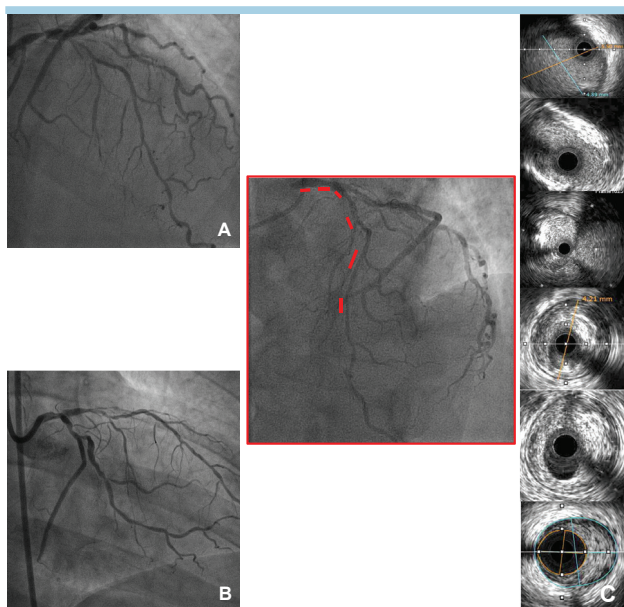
A: angiografia basale della coronaria sinistra con evidenza di malattia diffusa dal tronco comune fino al terzo distale della discendente anteriore. B: stenosi critiche sono presenti anche sulla circonflessa prossimale e sul ramo marginale. C: le immagini all'ecografia intracoronaria mostrano un diametro del tronco comune di 5 mm e la presenza di placche fibrose sulla discendente anteriore.
